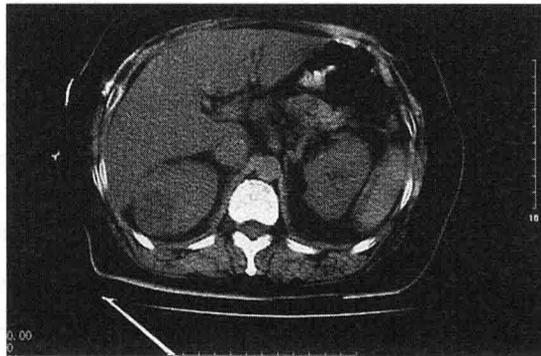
上腹 CT 左侧肾脏边缘欠光滑,肾周脂肪间隙欠清晰,肾前筋膜可见增厚,右肾后部实质内可见类圆形低密度影,肾周脂肪间隙清晰,肾前筋膜未见增厚
